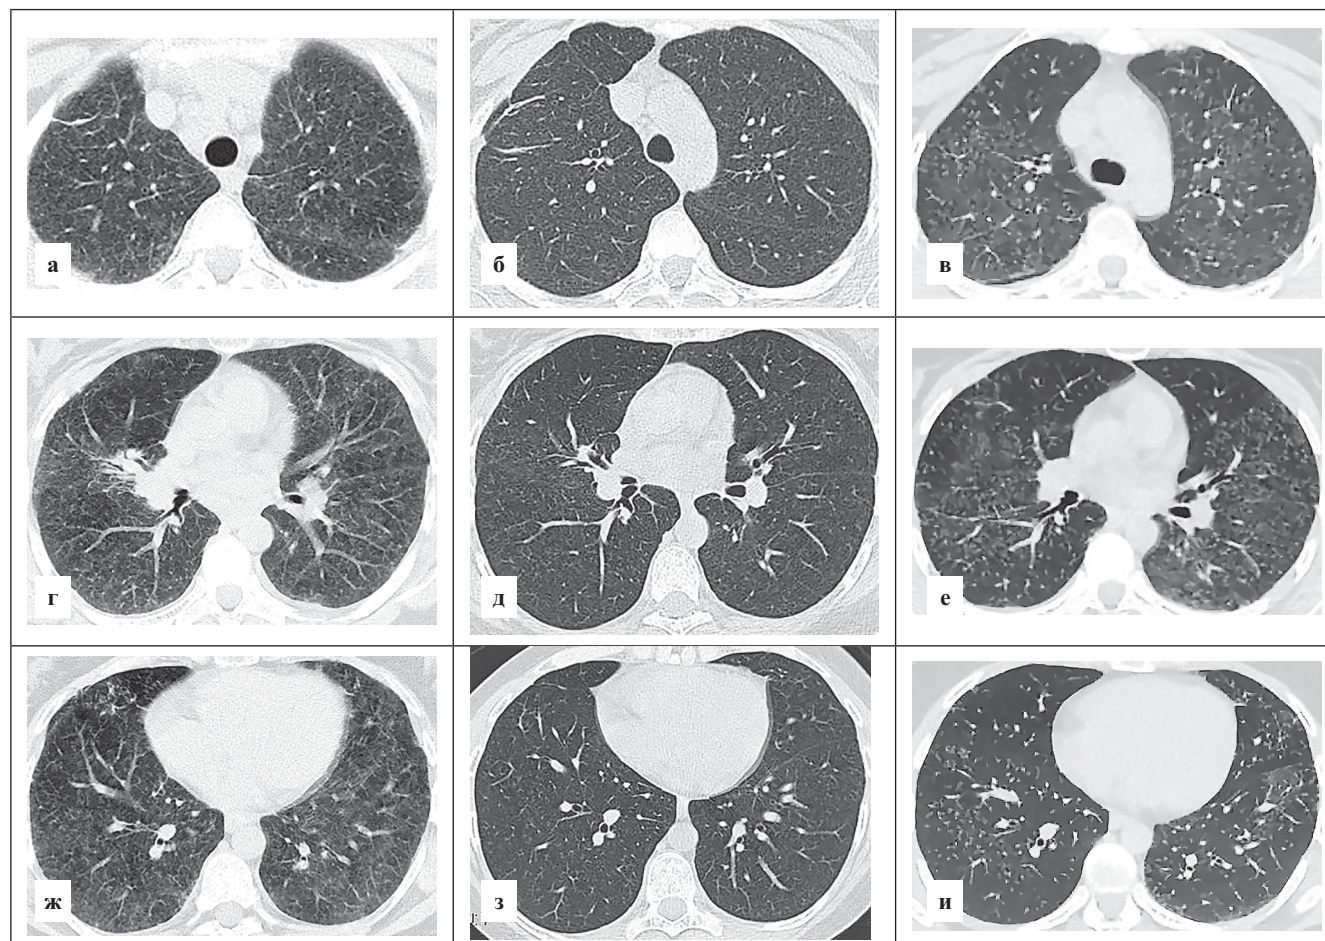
Компьютерная томограмма больной Л., 1978 года рождения. Пояснения в тексте
